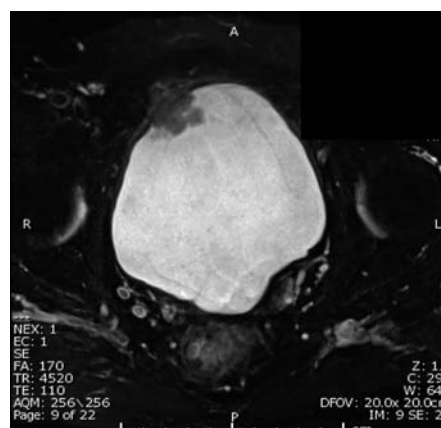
MRI T2 weighted at initial diagnosis, suspected extramural invasion of tumor.
